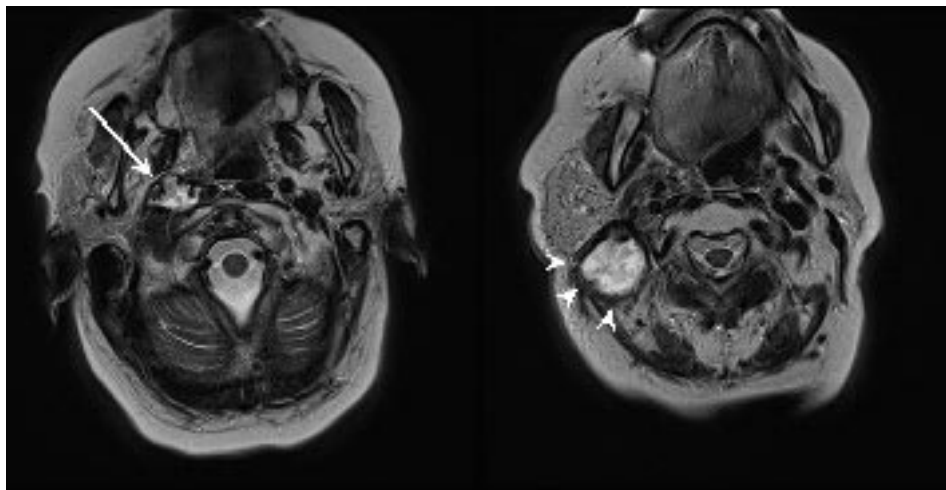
Stesso caso di immagine 3a e 3b. Immagini RM T1 pesate a saturazione del segnale del tessuto adiposo dopo iniezione di mezzo di contrasto. I reperti appaiono del tutto sovrapponibili rispetto all'indagine TC (Fig. 3a).
